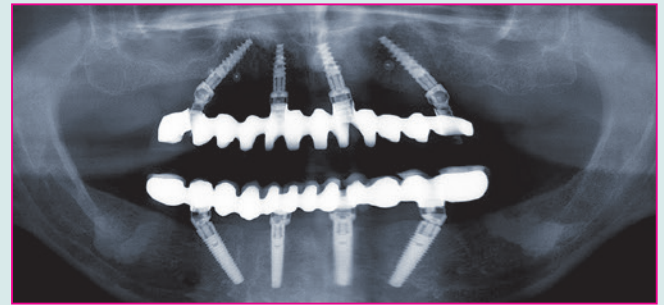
Röntgenologischer Befund zwölf Wochen post operationem.
